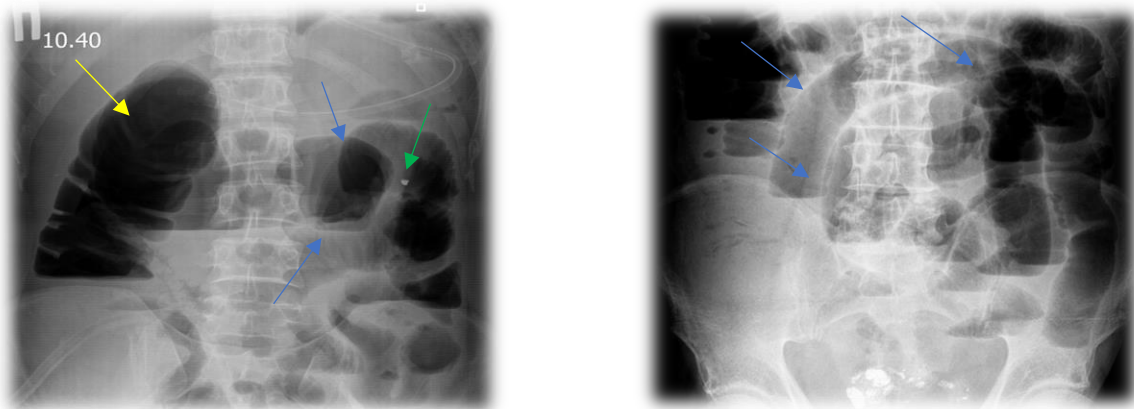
Оглядова рентгенограма органів черевної порожнини в прямій проєкції у вертикальному положенні хворих. Кишкова непрохідність: множинні рівні рідини в центральних відділах черевної порожнини (голуба стрілка); пневматоз товстої кишки (жовта стрілка); СТНВП зліва, металевої щільності, осколок (зелена стрілка). Множинні рівні рідини у верхньому поверсі черевної порожнини (голуба стрілка)
